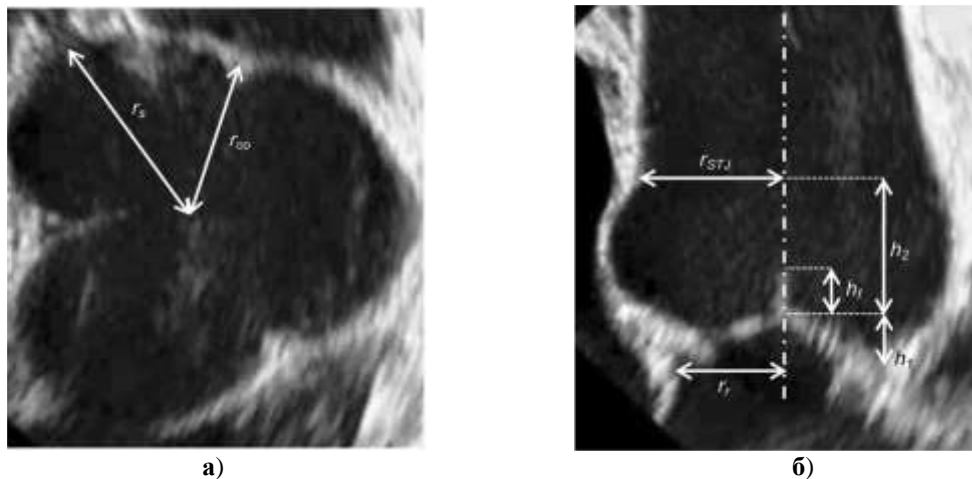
Измерения корня аорты в плоскости $z = \text{const}$ (а) и в плоскости $y = \text{const}$ (б) по результатам измерений 3D-трансэзофагеальной эхокардиографии (3D-ТЭЕ) из работы [11].
